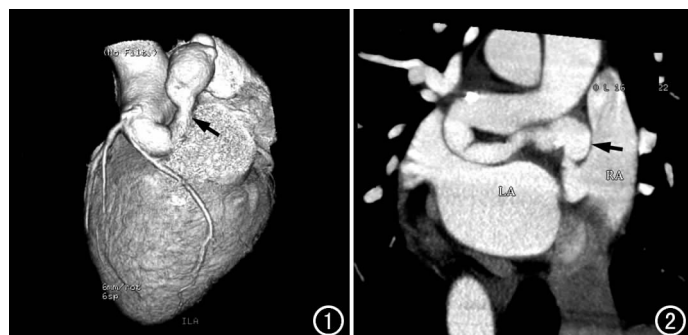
CT VR 图像示左冠状动脉主干明显扩张,并延续走行至右心房,近右心房段局部呈瘤样扩张(箭),前降支及回旋支未见明显异常。图2 CPR 图像示左冠状动脉全程走行、瘘口及近右心房端动脉瘤(箭)。LA:左心房,RA:右心房。
